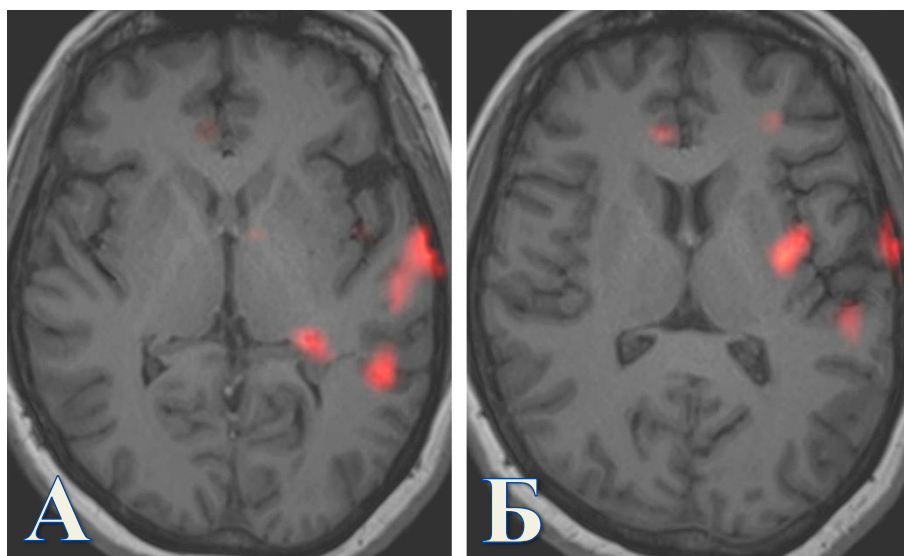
Субтракционная иктальная ОФЭКТ, корегистрированная с данными МРТ (ОФЭКТ по протоколу SISCOM) в аксиальных проекциях у пациентки М. А. Участки гиперперфузии в области гетеротопии (область треугольника левого бокового желудочка) и в левой височной доле. Б. Участки гиперперфузии в левой островковой и левой височной долях.
